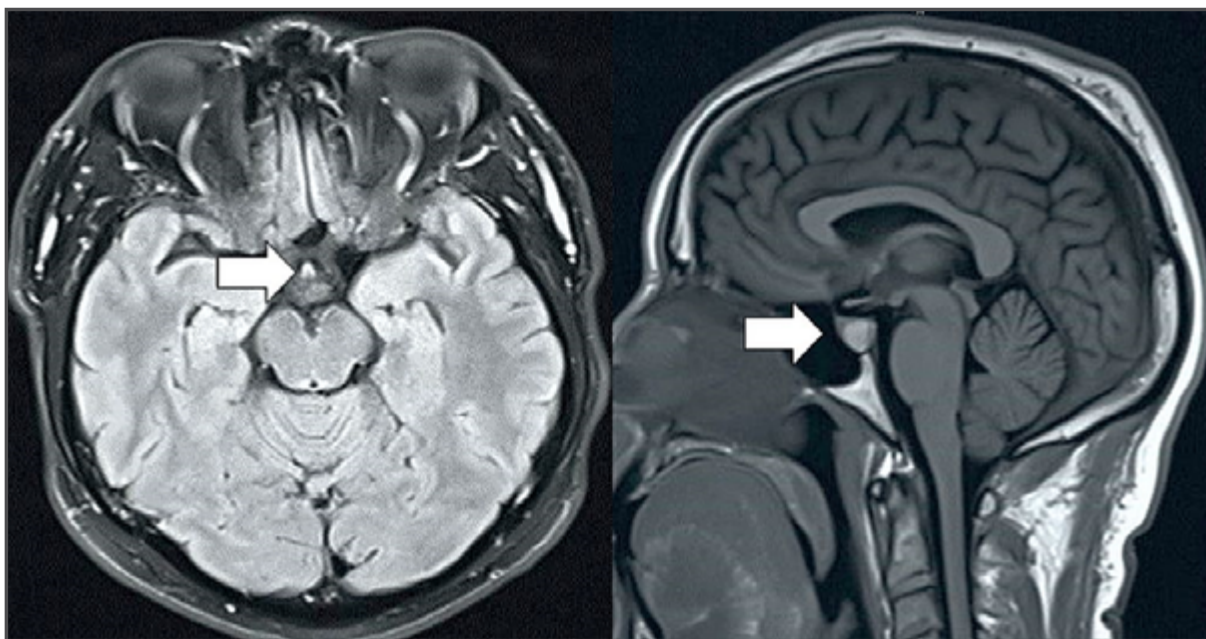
Imágenes de resonancia magnética cerebral. La flecha indica señal alta en T1 con aumento moderado de la hipófisis sugestiva de hemorragia reciente.
